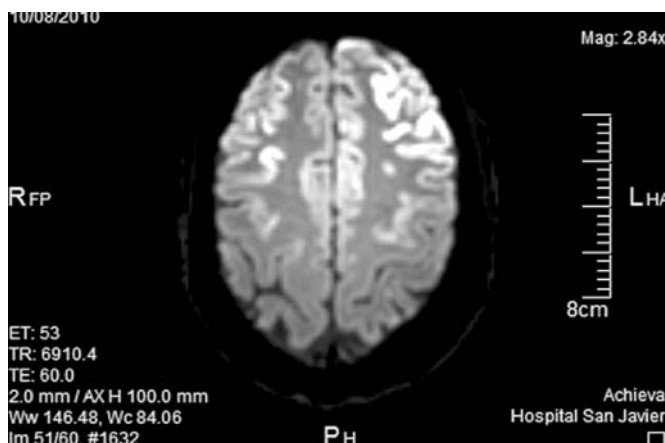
Resonancia magnética cerebral. Se aprecian hiperintensidades en cordones, en la corteza cerebral.
